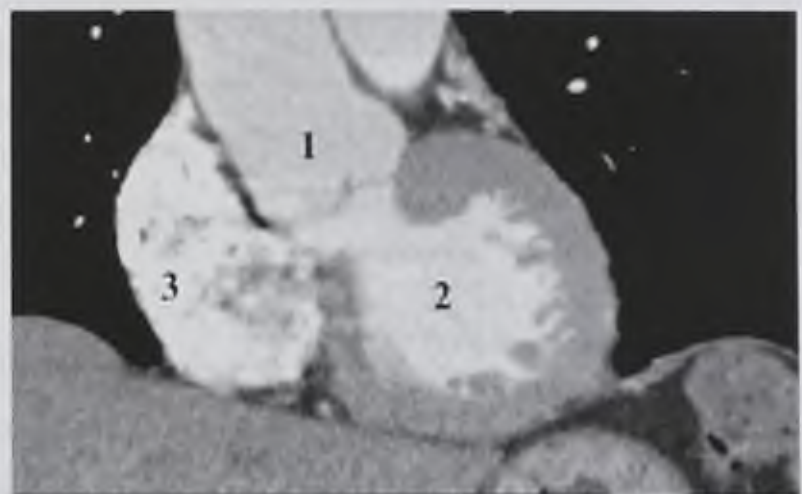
Компьютерно-томографическая ангиокардиограмма во фронтальной плоскости: 1 — восходящая аорта; 2 — левый желудочек; 3 — правое предсердие
